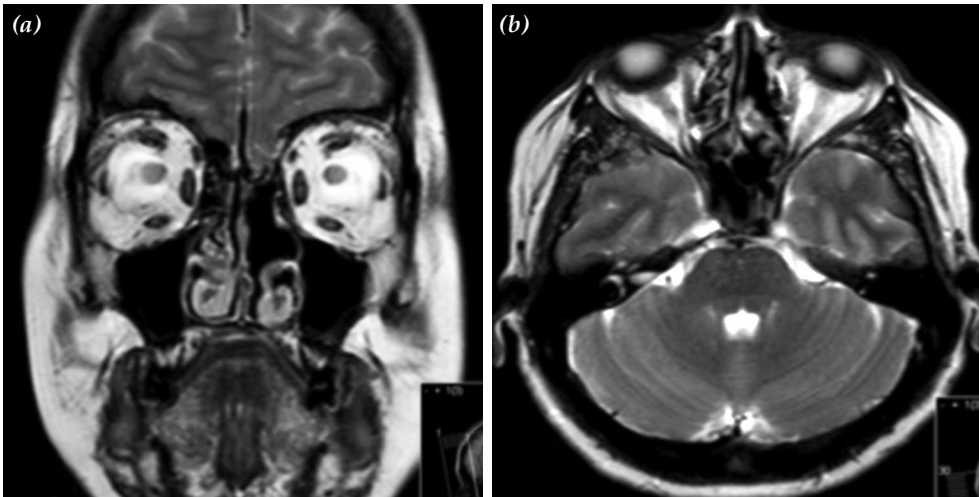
Tablo 1'de 7 no'lu hastanın kranial manyetik rezonans T<sub>2</sub> ağırlıklı incelemesinde sol kribriform platede defekt mevcut olup hiperintens ensefalosel ile uyumlu kitle. (a) Koronal kesit, (b) aksiyel kesit.
